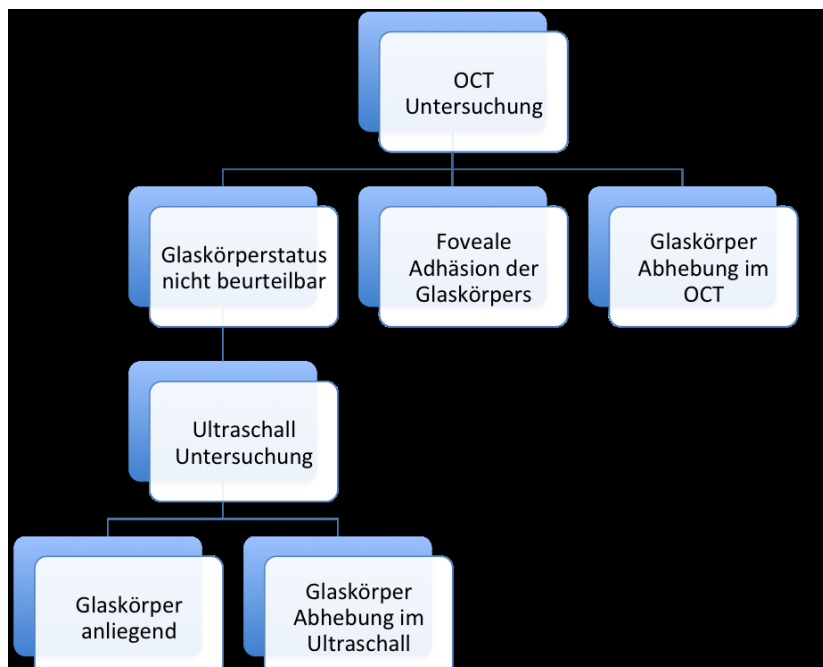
Untersuchungs- Entscheidungsbaum (OCT: optische Kohärenz Tomographie, US: Ultraschall)
